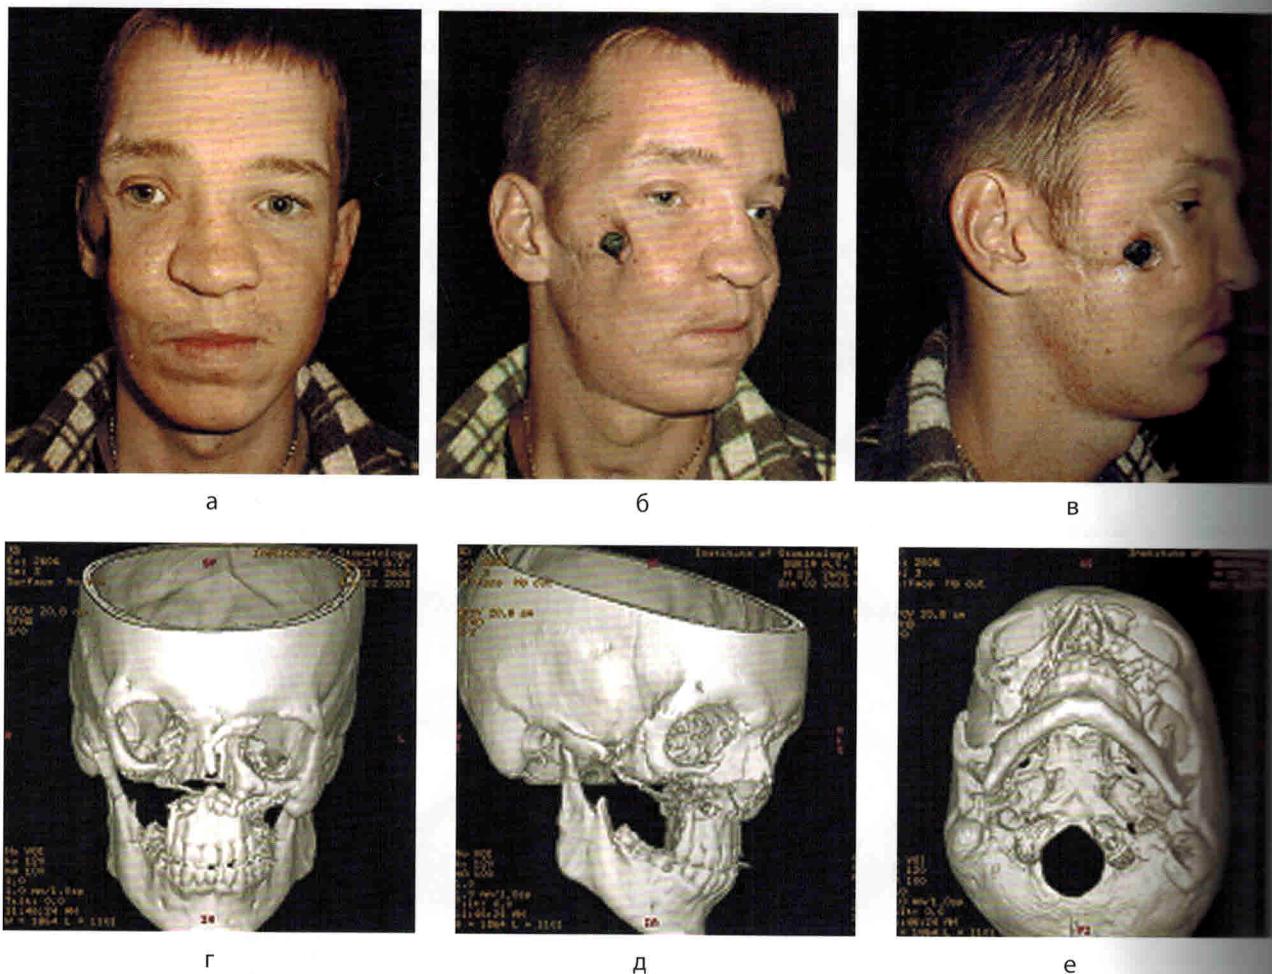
Вид пациента Б. (а–в) и компьютерные томограммы (г–е) до операции
